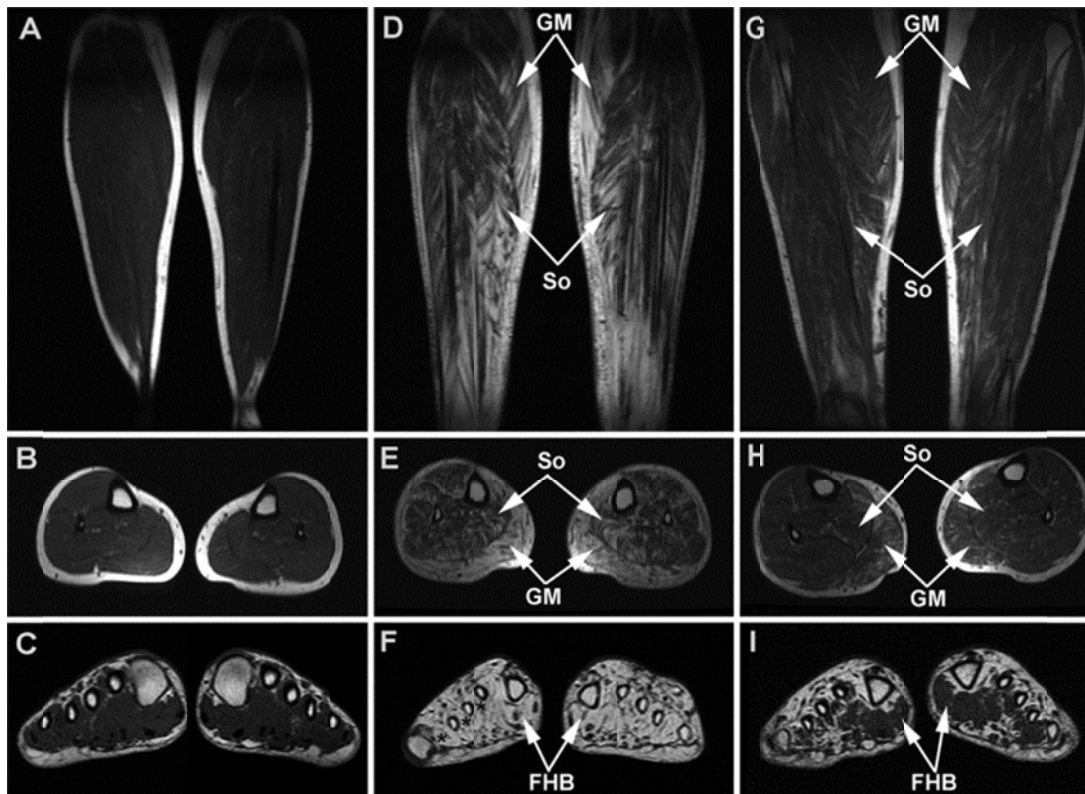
Imágenes RM ponderadas en T1 de miembros inferiores en el plano coronal posterior (primera hilera), y en el plano axial de media pierna (segunda hilera) y de los pies a nivel de metatarsianos (tercera hilera)¹⁵⁶. (A-C) En el caso IV-8 sin mutación *LRSAM1* el examen RM es normal. (D-F) En el caso III-10, de 59 años y CMTNS de 9, hay una infiltración grasa en los cuatro compartimentos musculares de la pierna con predominio distal y en sóleos (So) y gemelos mediales (GM); obsérvese una atrofia grasa masiva de la musculatura intrínseca de los pies donde se señalan los interóseos (asteriscos) y flexor hallucis brevis (FHB). (G-I) En el caso IV-1, de 41 años y CMTNS de 3, hay una mínima infiltración grasa distal de sóleos (So) y gemelos mediales (GM), mientras que la atrofia de la musculatura intrínseca de los pies está más avanzada (señalados tan solo los FHB).
